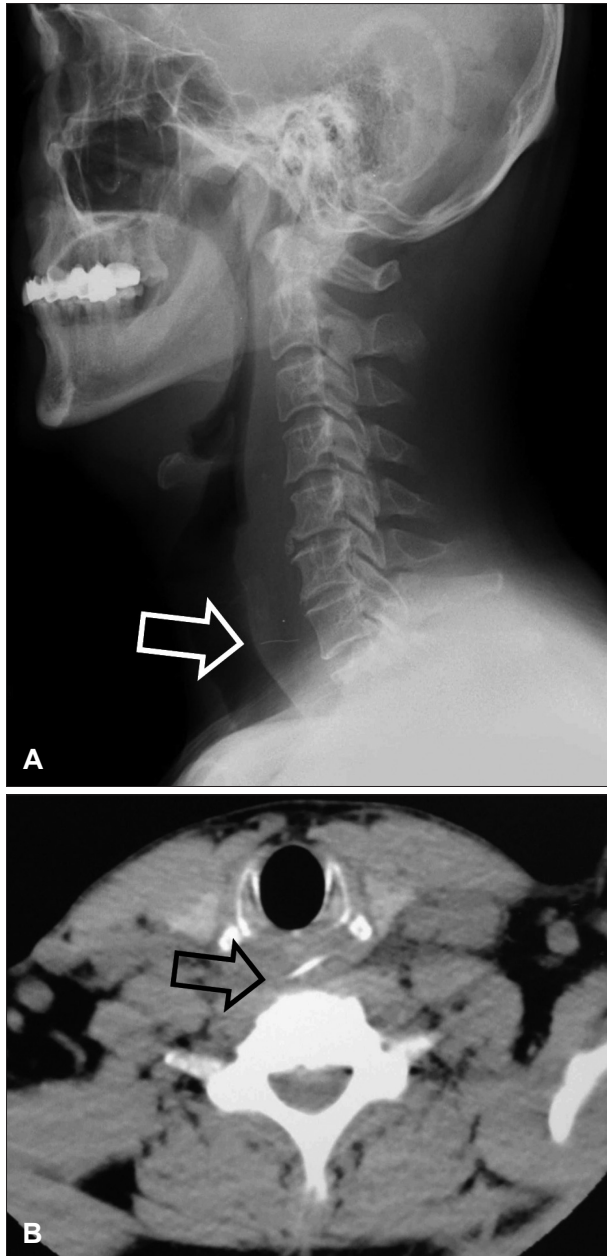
A: The thin radiopaque foreign body (white arrow) was seen in the simple cervical lateral view. B: The thin and sharp foreign body (black arrow) was seen at the postcricoid level in the neck CT scan.
